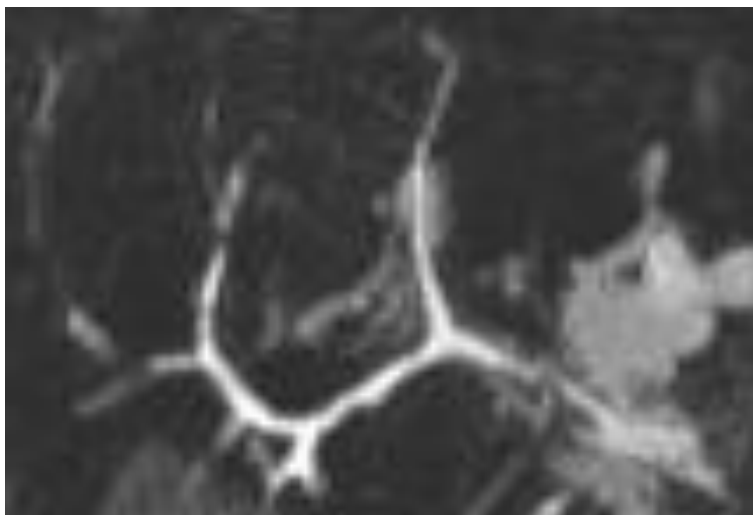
Colangio-resonancia magnética, CEP con múltiples estenosis biliares intrahepáticas.
